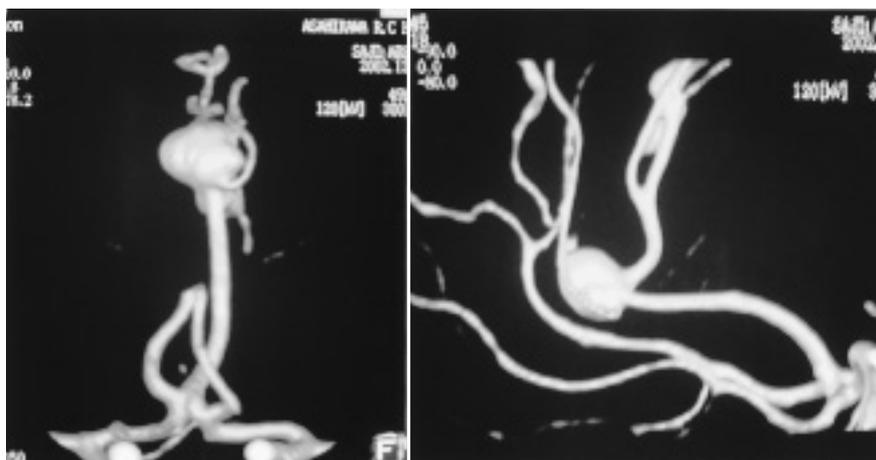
(Case 2) Antero-posterior (*left*) and lateral (*right*) views of the 3D-CT angiogram were shown. Broad neck aneurysm was found at distal portion of the anterior cerebral artery.
